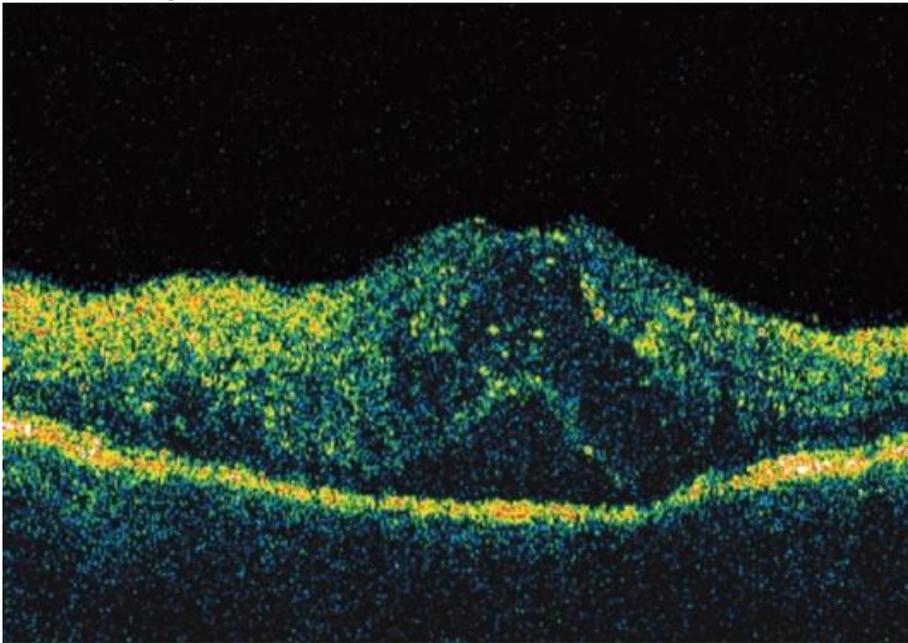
Препролиферативная ДР, оптическая когерентная томография, кистевидный отёк сетчатки с отслойкой нейроэпителия
